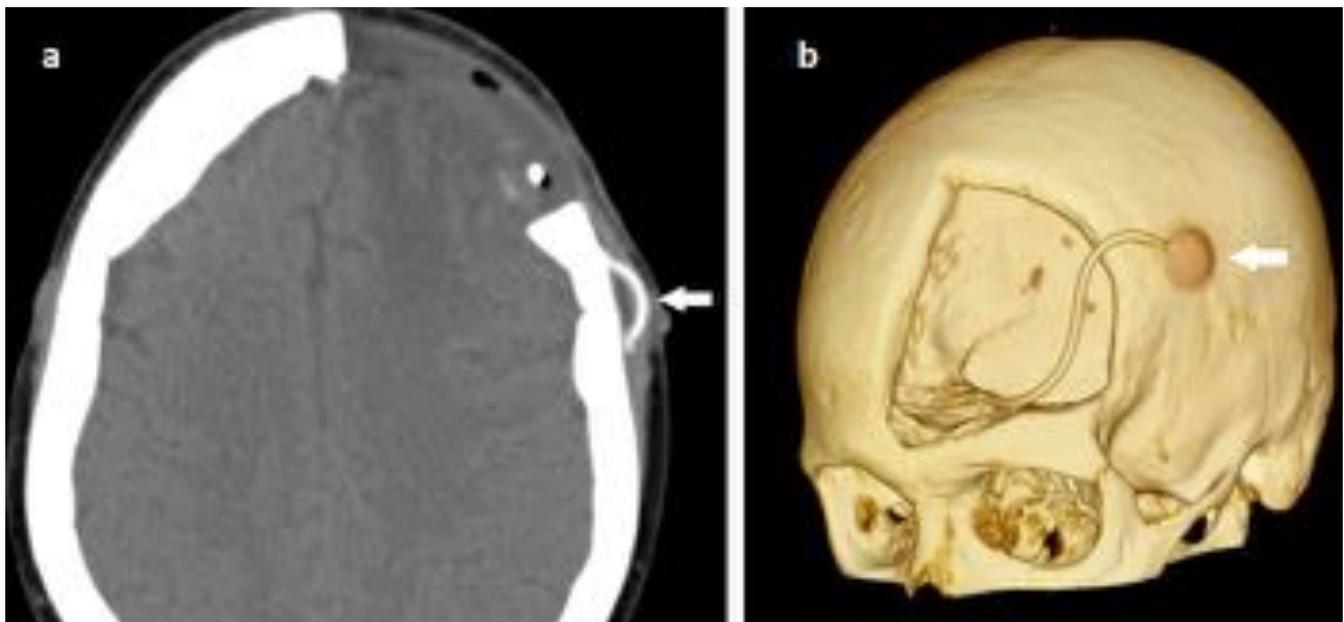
Depósito de Ommaya. Corte axial en TC (a) y reconstrucción 3D (b). Paciente intervenido mediante craniectomía frontal izquierda y resección tumoral. Reservorio subcutáneo (flecha) conectado al catéter que se introduce en el interior del cráneo, aprovechando el defecto óseo, secundario a craniectomía en este caso.
